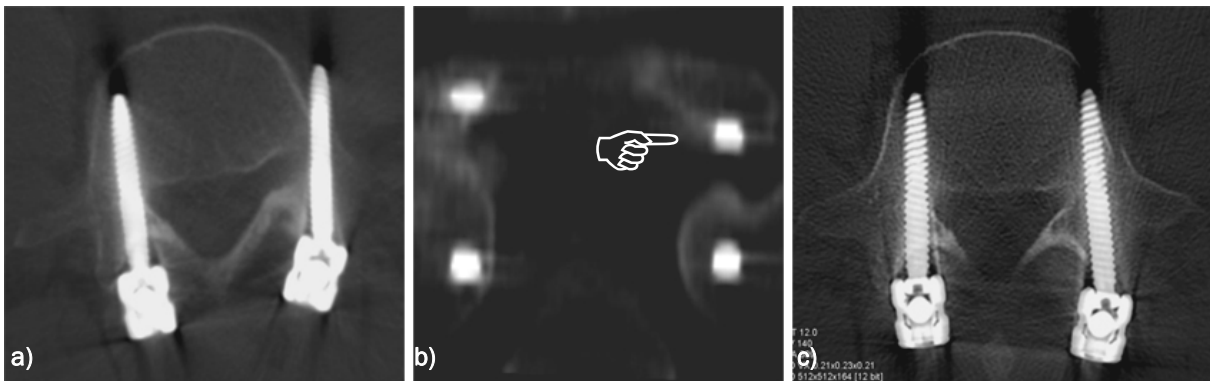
a) b) Fehllage L5 li mit intraforaminaler Wurzelkompression c) postop CT nach Revisionseingriff
